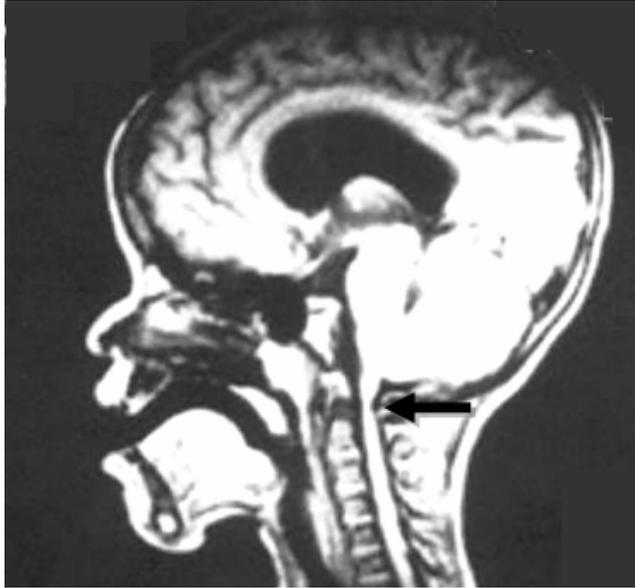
Resonancia magnética de un paciente con estenosis del foramen mágnium. Obsérvese la reducción del grosor del cordón medular a nivel de la unión del cráneo con la columna vertebral (extraído de Fano y Lajarraga, 2000).
